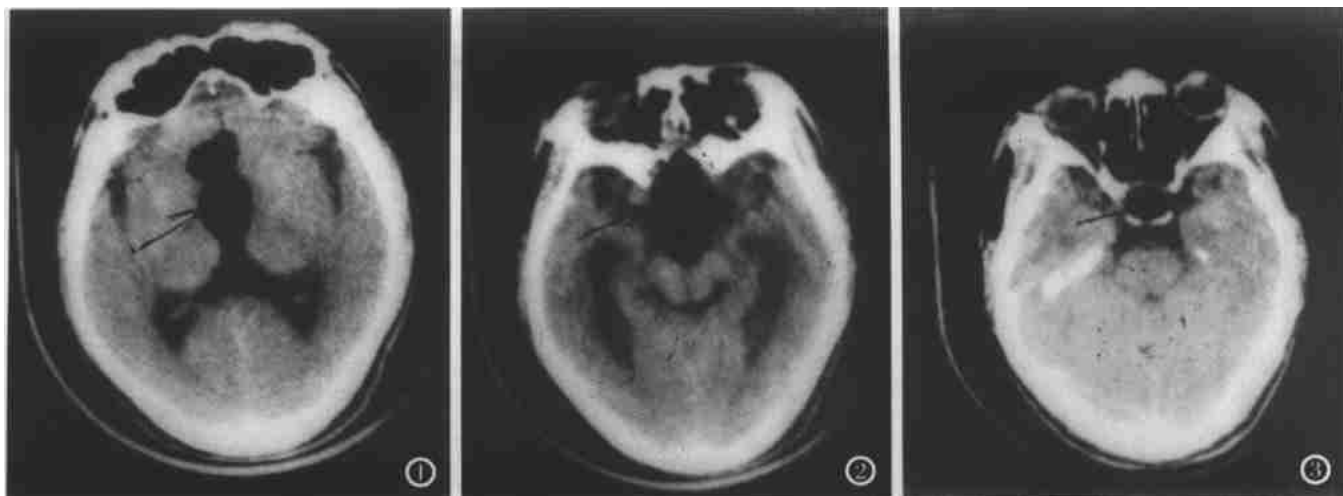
2 三脑室前方胼胝体膝部跨中线见一类“8”字形低密度灶。CT值-60HU,向上累及鞍上池。
